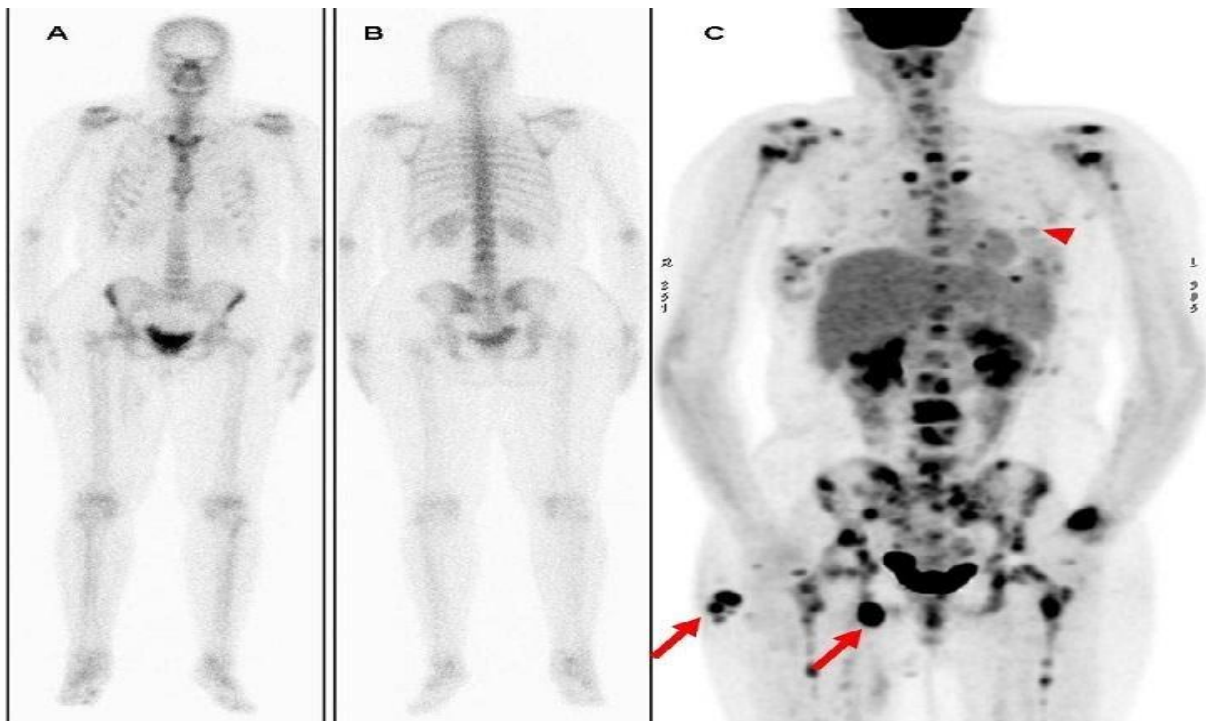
scintigraphie osseuse chez un patient montrant des localisations osseuses secondaires
